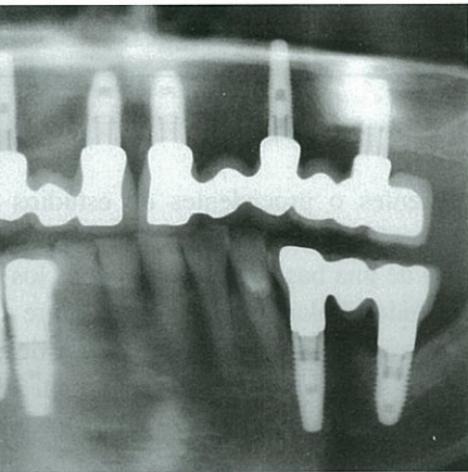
Radiografía tras finalizar el tra
